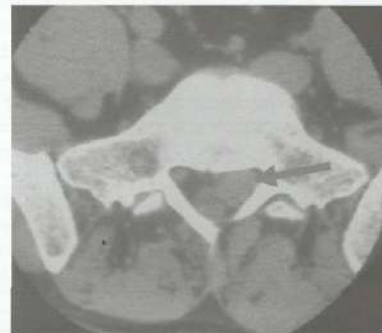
TC da coluna lombossacra evidenciando, no nível de S1, material discal seqüestrado comprimindo o sacco dural e a raiz correspondente e ocupando o recesso lateral esquerdo (*seta*).
